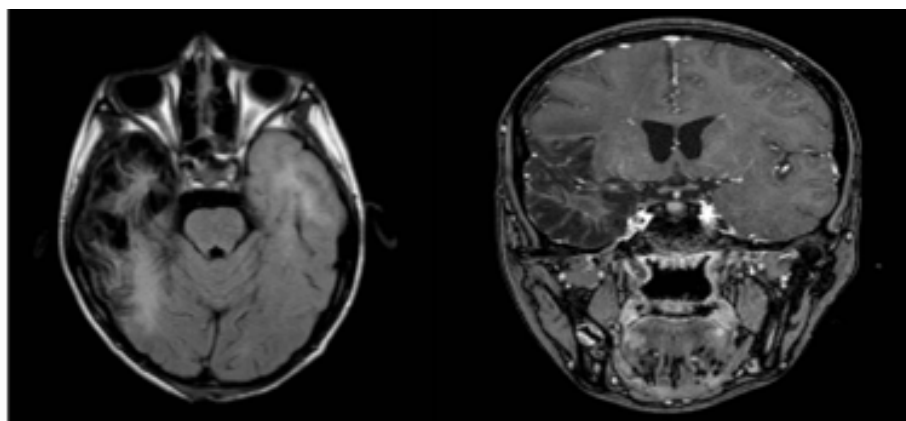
A) MRN corte axial secuencia FLAIR donde se observa hipointensidad en región temporo-parietal derecha con hiperintensidades predominantes en sustancia blanca ipsi y contralateral. B) Corte coronal misma secuencia que muestra hipointensidad de predominio temporal derecho sugerente de gliosis vs necrosis
